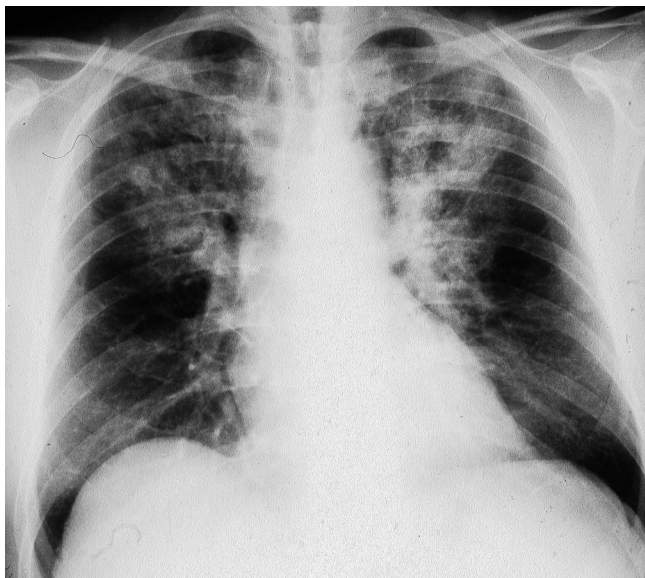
Thorax-Röntgenbild (Fall 8): geschlossene Lungentuberkulose.
